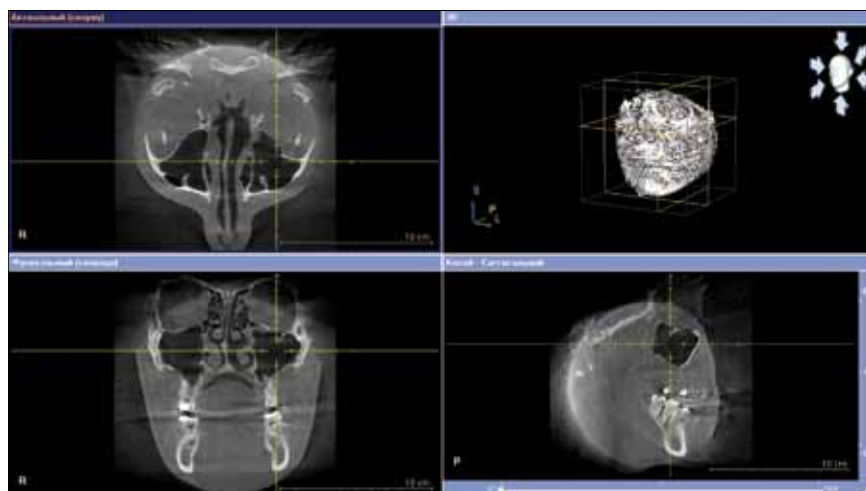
Отсутствие рентгенологических данных за воспалительный процесс в верхнечелюстной пазухе
